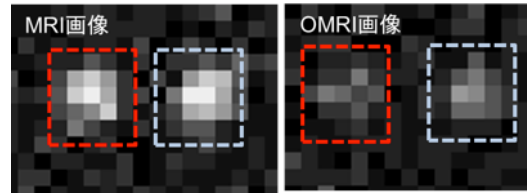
TEEPO 修飾した造影剤の uPA 処理前後での MRI 画像。通常の MRI 画像 (左)、ESR の電磁波を照射した状態での MRI 画像 (OMRI 画像) (右)。赤枠が uPA 未処理、青枠が uPA 処理後。
